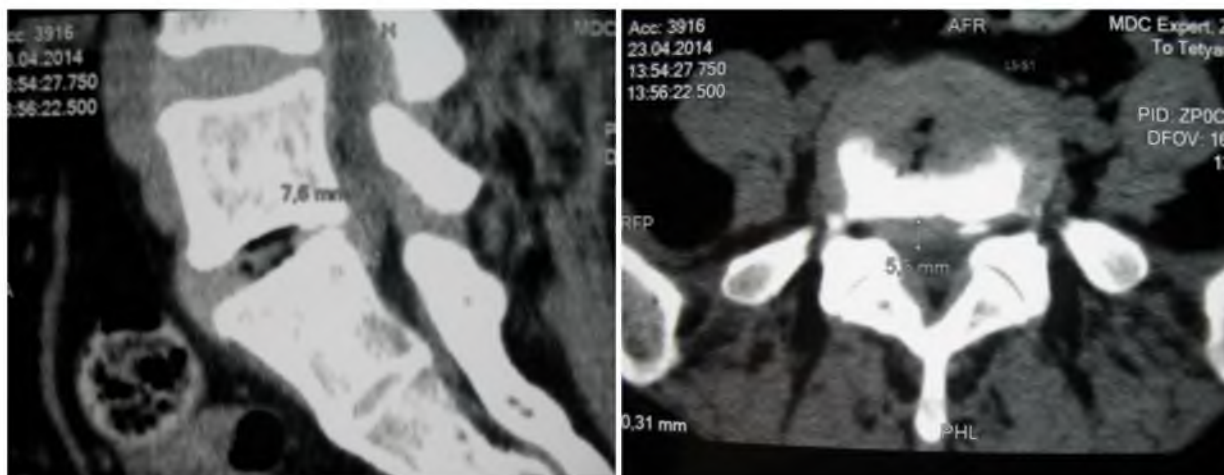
Первая контрольная КТ-томография от 23.04.2014 г.: в сагиттальном разрезе – слева; в аксиальном разрезе – справа
